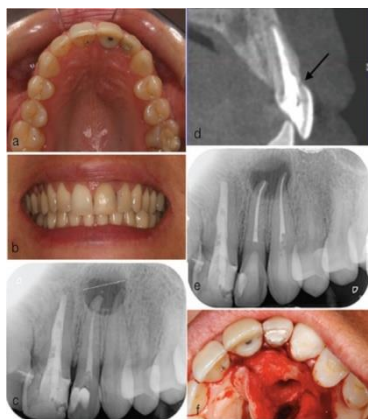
(a) Vue palatine préopératoire (b) vue labiale préopératoire (c) RX préopératoire (d) CBCT, la flèche montrant la ligne de fracture (e) traitement canalaire de la 22 et 23 (f) énucléation du kyste (Amaia Artieda-Estanga, Pablo Castelo-Baz, [...],and Juan Blanco-Carrion).
